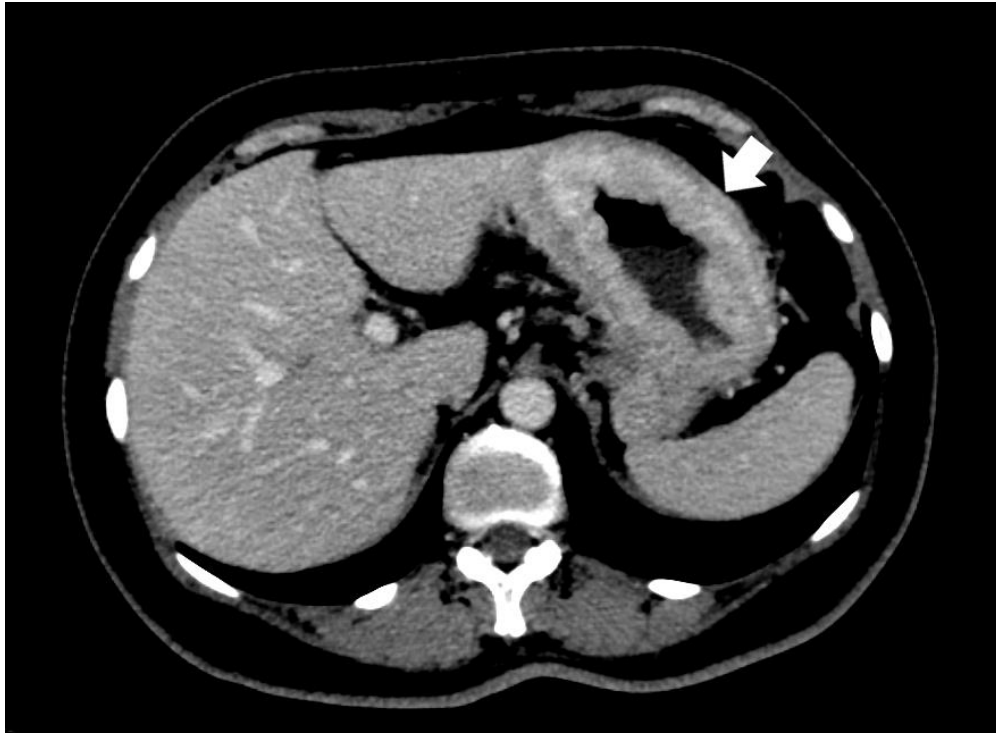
TC de abdome mostrando acentuado espessamento parietal do estômago (seta) em paciente com adenocarcinoma gástrico.
